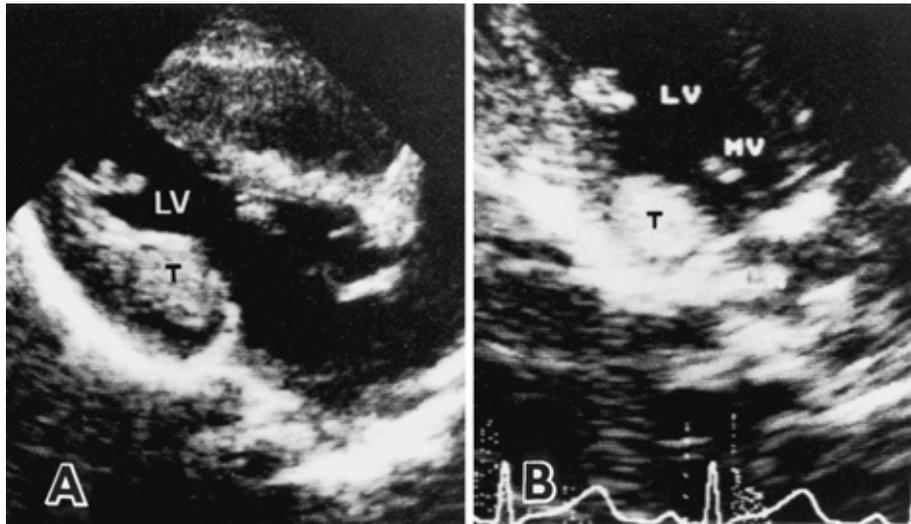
A, B 心超音波エコーにて左室腔内に突出する球形の腫瘍がみられる (T).
